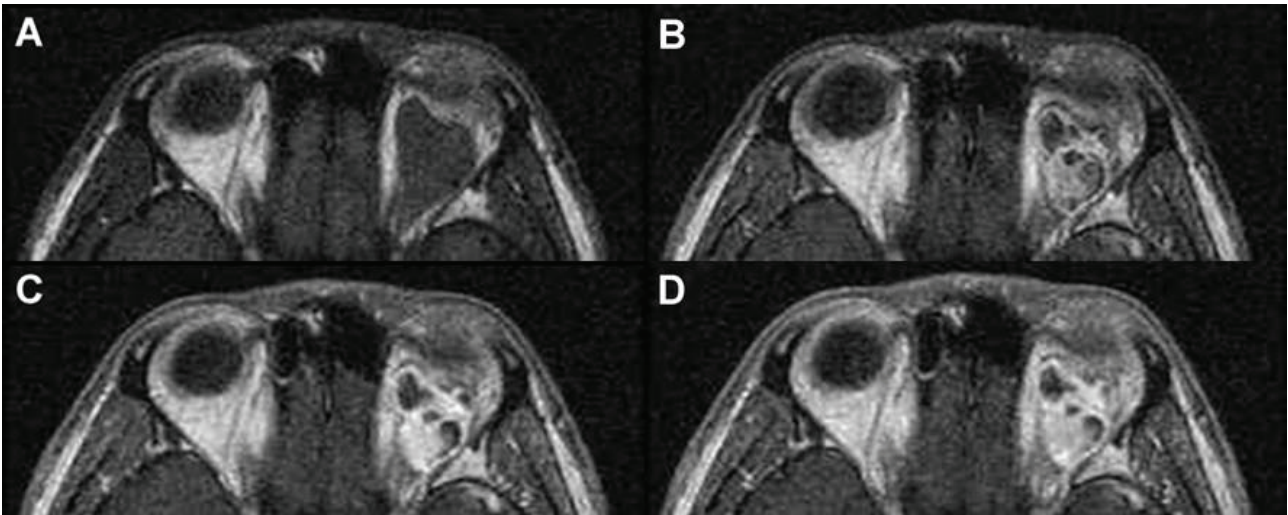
Case 2. Dynamic MR images obtained preoperatively (A), immediately after contrast enhancement (B), at 1 minute (C) and 3 minutes (D). The images show intense enhancement immediately after contrast enhancement and no significant change for 3 minutes.
